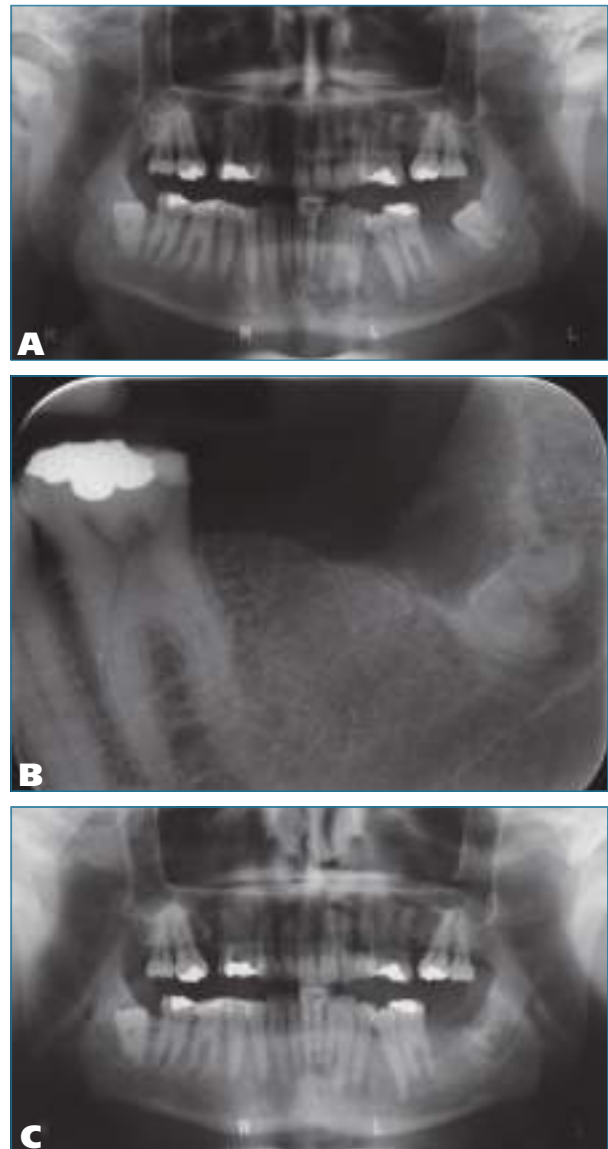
Пациент № 18 (40 лет): А – на исходной панорамной рентгенограмме отмечаются ретинированные третьи моляры нижней челюсти; В – контрольная рентгенограмма, отмечается полное иссечение коронки левого третьего моляра; С – контрольная рентгенограмма через один год после вмешательства, отмечается заживление костной раны и корональная миграция фрагмента зуба
